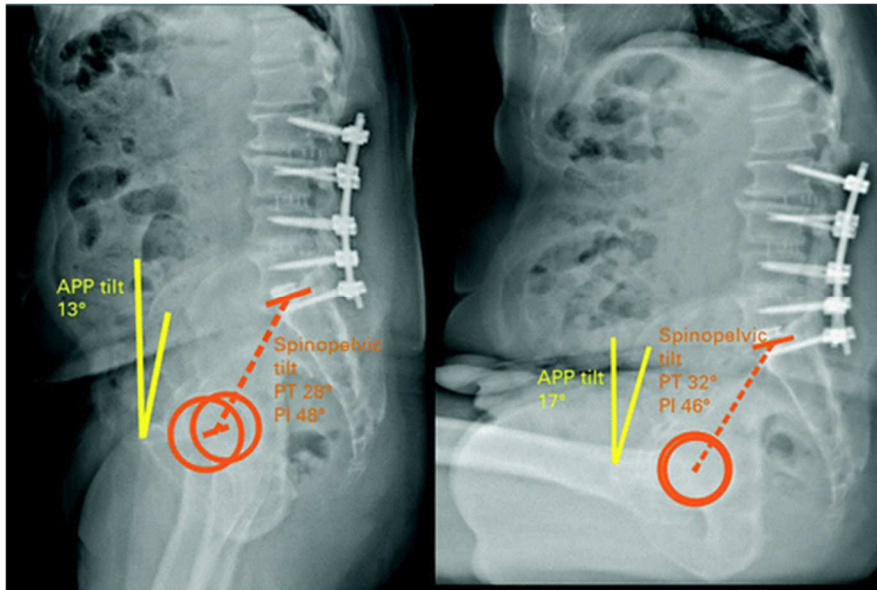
Radiographies en position debout (gauche) et en position assise (droite) d'un patient avec AVLS L2-Sacrum. (APP: Anterior pelvic plane, PT: Pelvic tilt et PI: Pelvic incidence). (d'après [24])
